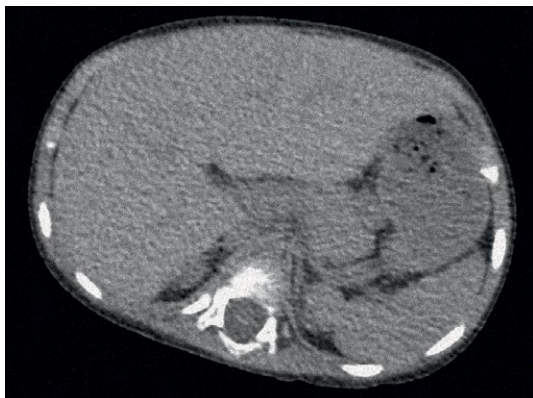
МРТ внутренних органов пациентки с НПСПА.
